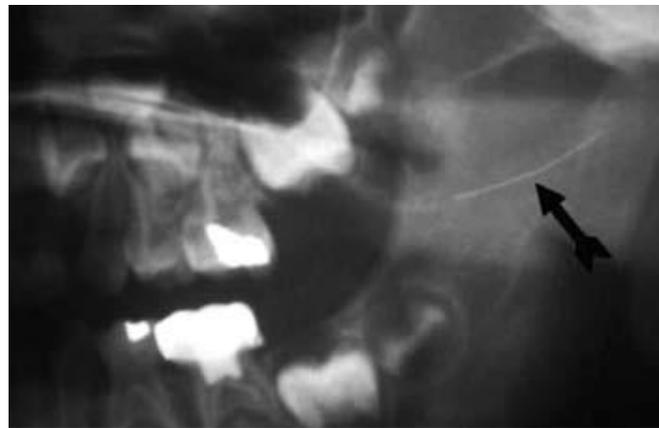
Radiografía en la que se muestra una aguja rota insertada en la cavidad bucal de un paciente tras un bloqueo del nervio dentario inferior.¹⁴
